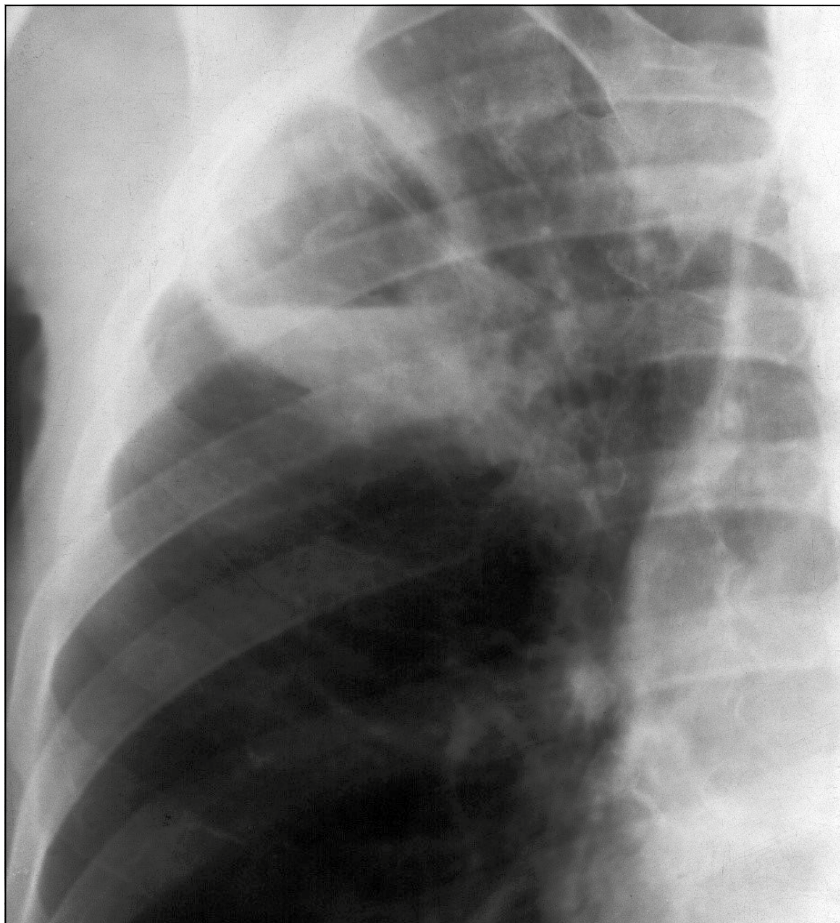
Прицельная рентгенография органов грудной клетки пациента Н.
